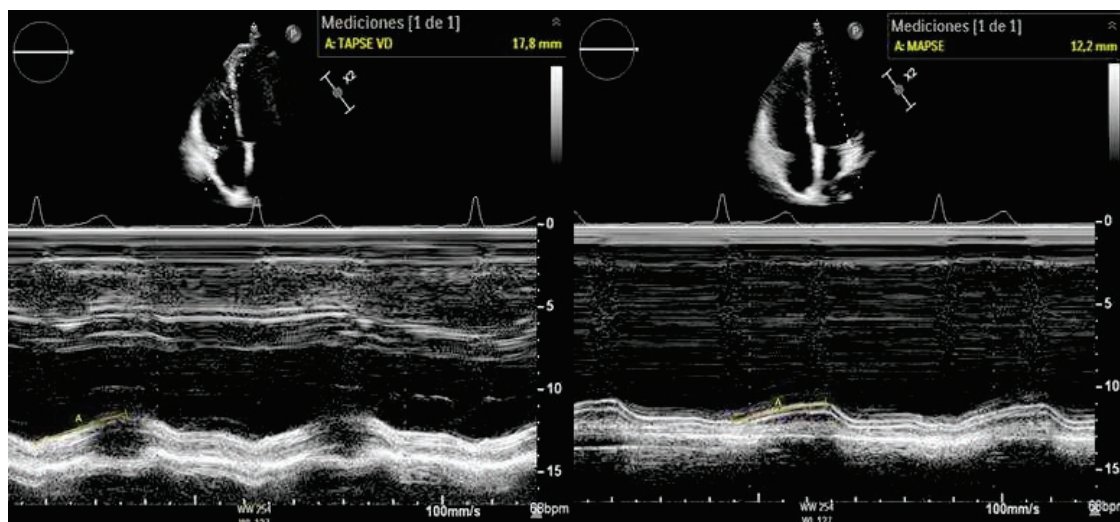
TAPSE y MAPSE, medidas obtenidas en Modo M en ventana apical 4 cámaras. (Imagen de autoría propia)
